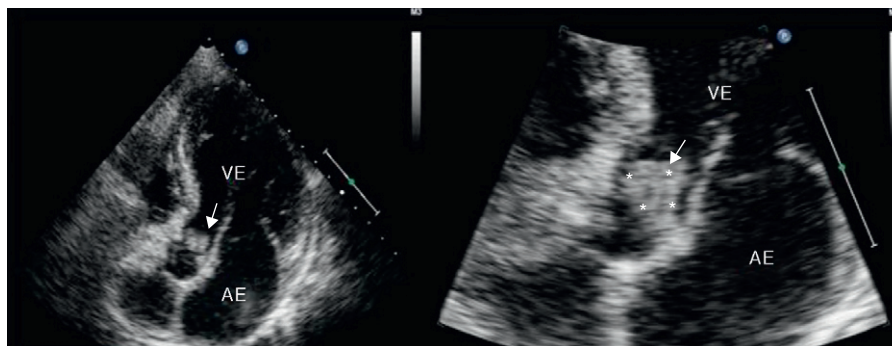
Ecocardiograma transtorácico, incidência apical de 5 câmaras, evidencia vegetação ao nível da válvula aórtica (seta). AE: aurícula esquerda; VE: ventrículo esquerdo.
